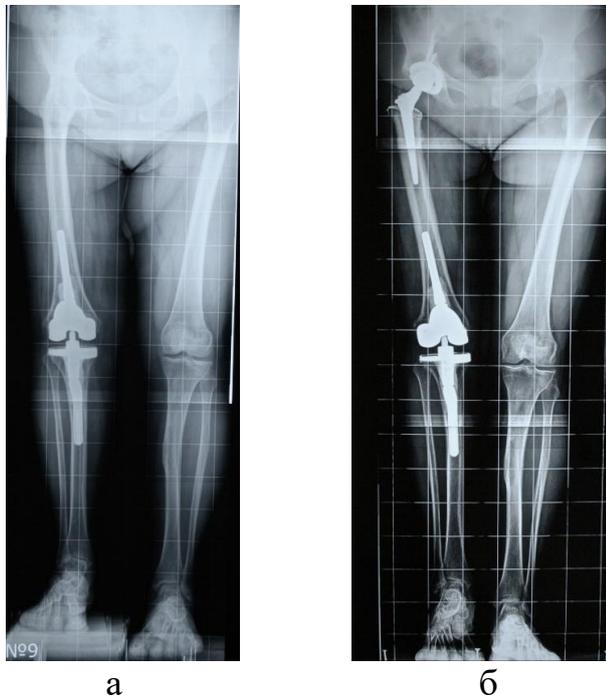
Телерентгенограммы нижних конечностей в прямой проекции: а – после выполнения ревизионного эндопротезирования коленного сустава; б – после дезартродезирования тазобедренного сустава
